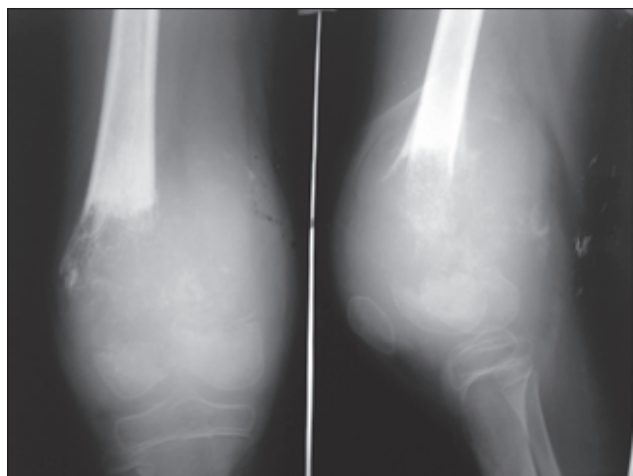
Рентгенограма стегнової кістки в задній проєкції того ж пацієнта через 7 міс., псевдосаркома стегнової кістки (II стадія)
